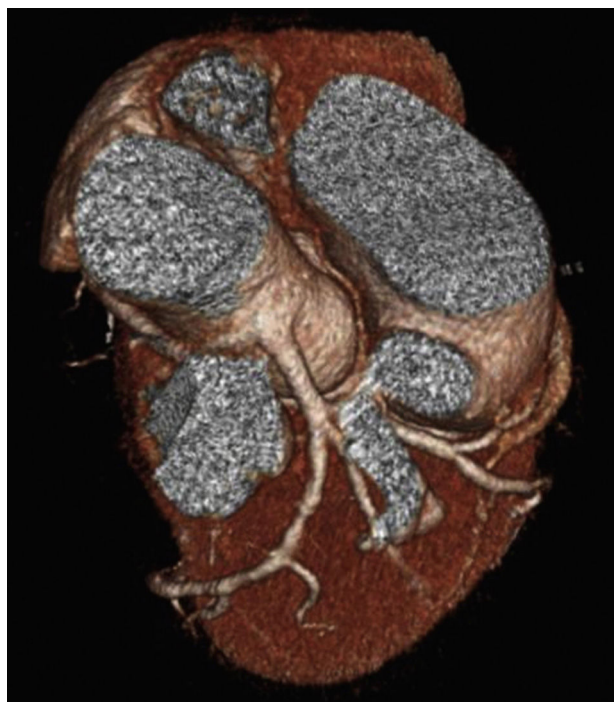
Angio-TAC coronaria. Véase la salida de la arteria coronaria derecha desde el tronco coronario izquierdo.
